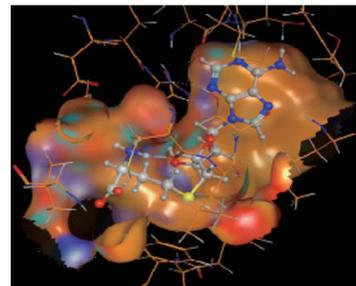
NMLのX線構造と、フラグメント・エボリューション法を用いて設計したNML結合候補化合物。
